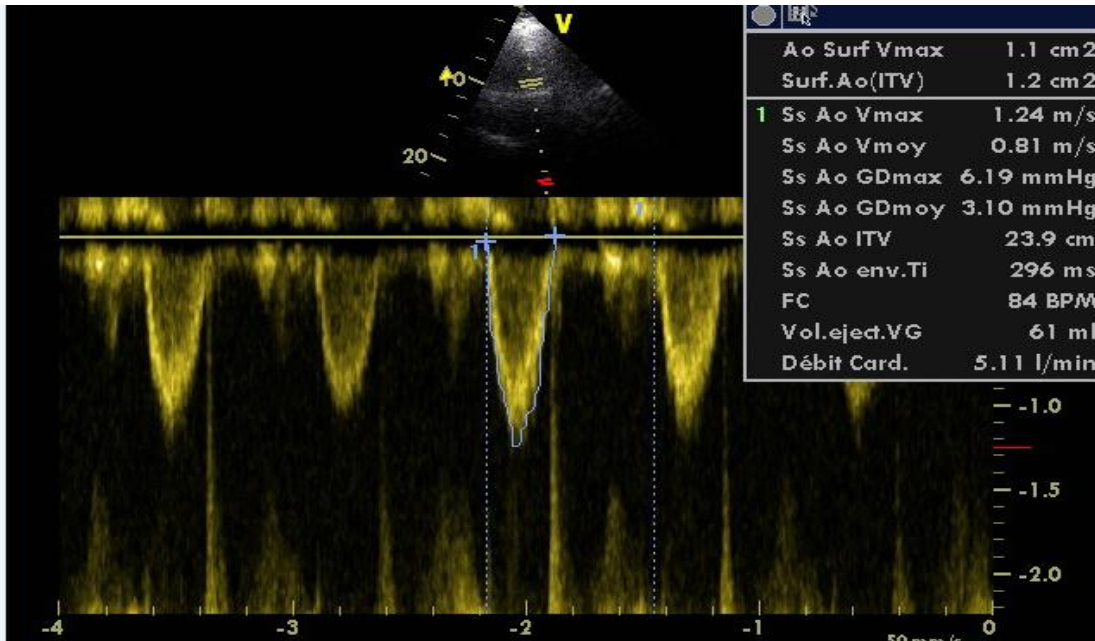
9. Imagerie de l'échocardiographie doppler cas clinique N° 02
